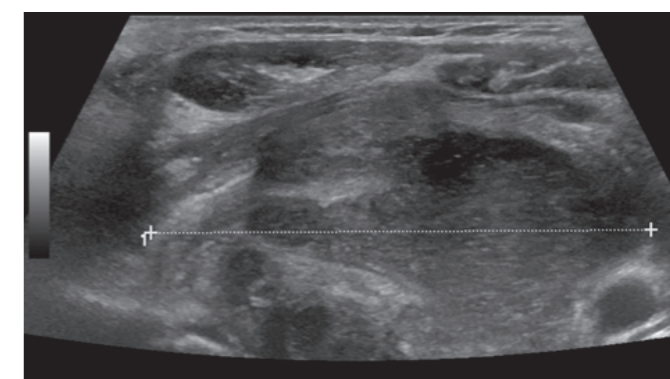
Ecografia cervical
